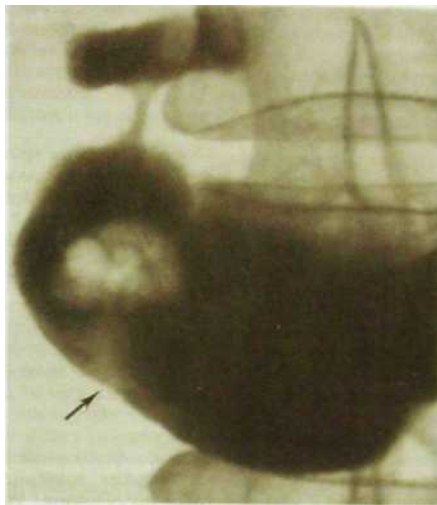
111. Прицельная рентгенограмма выходной части желудка. Крупный аденоматозный полип на ножке (указан стрелкой).
